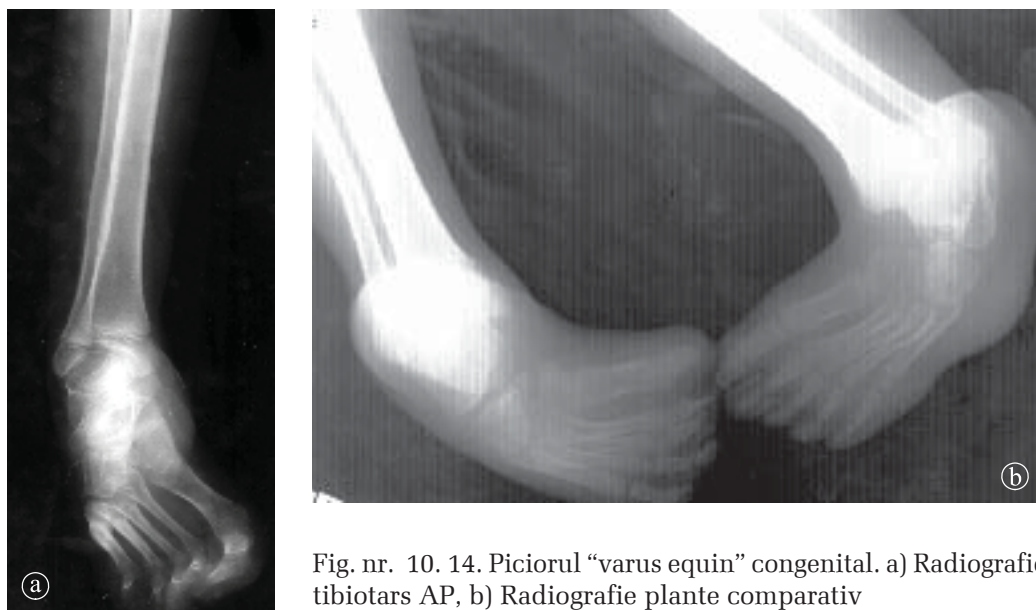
14. Piciorul “varus equin” congenital. a) Radiografie tibiotars AP, b) Radiografie plante comparativ
